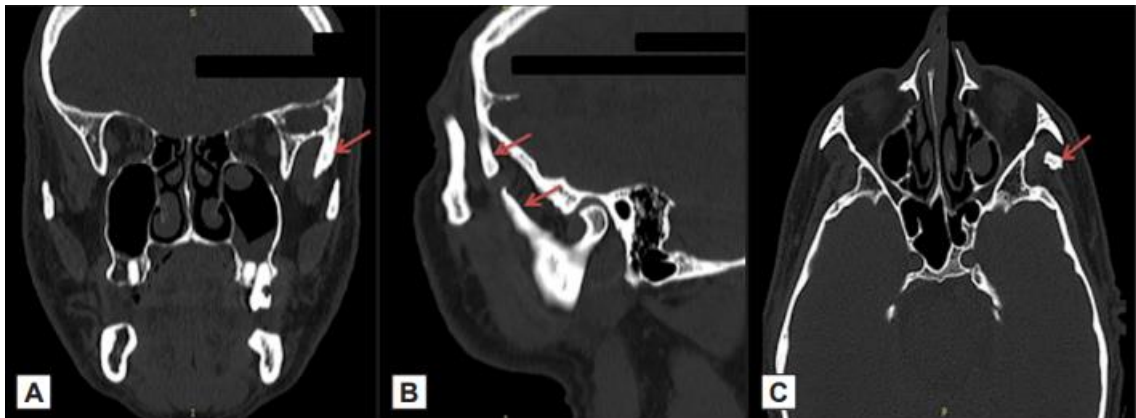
CBCT d'une myosite ossifiante traumatique du muscle temporal. A : coupe frontale. B : coupe sagittale. C : coupe axiale.
